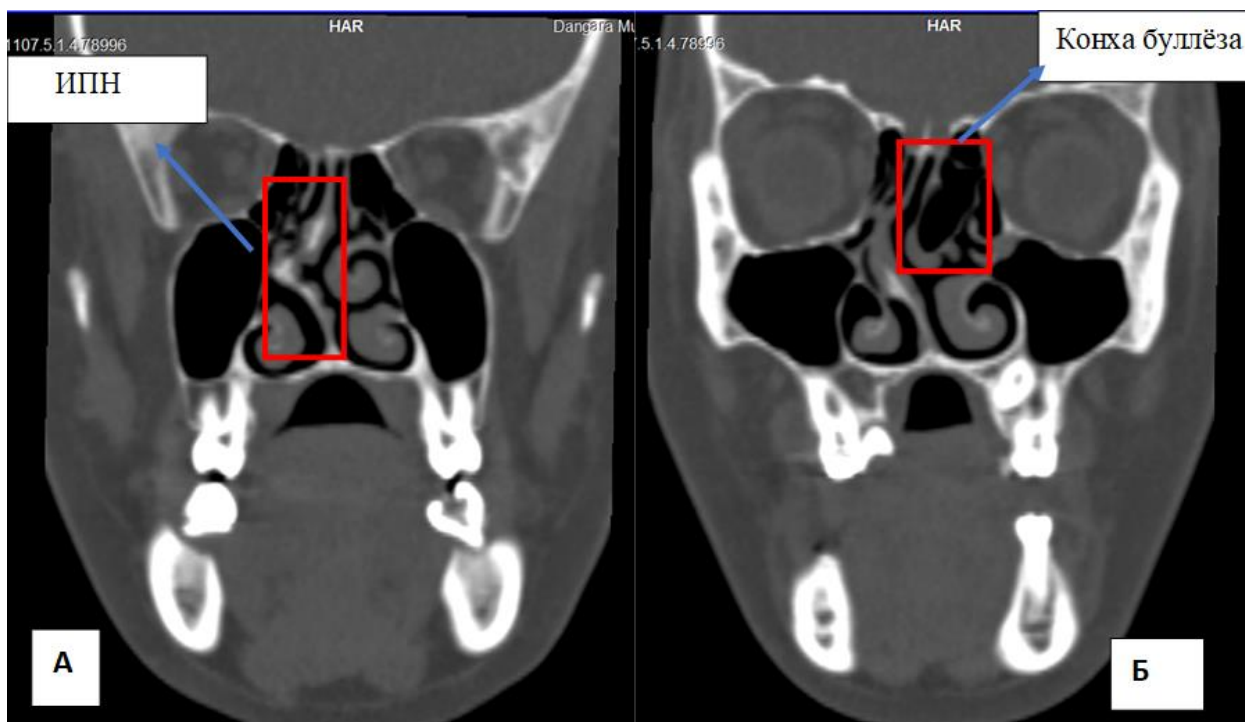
Коронарный срез КТ (42-й): а - искривление перегородки носа вправо; б - пневматизация средней носовой раковины (concha bullosa) слева
